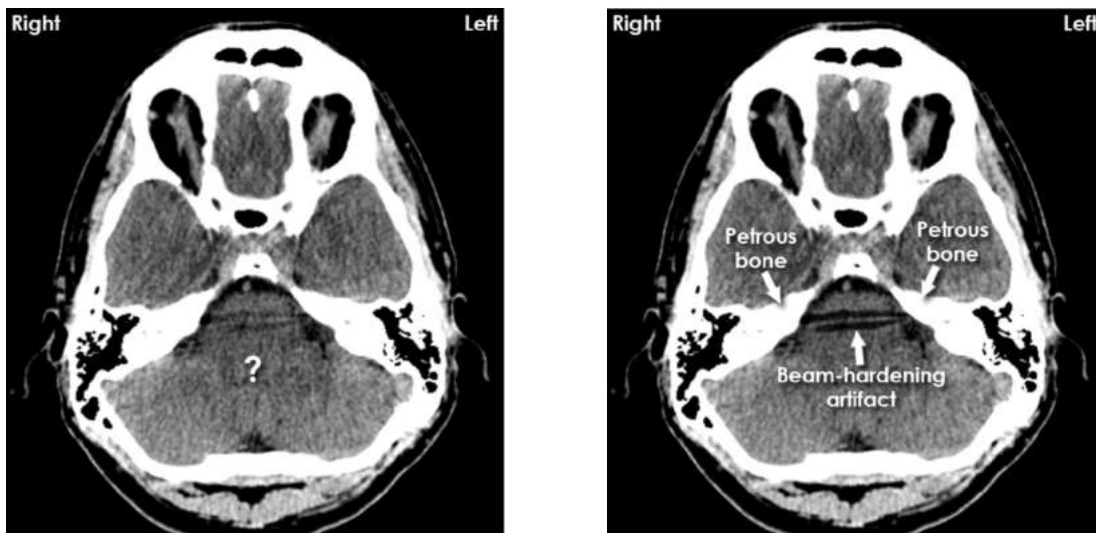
Hình ảnh CT của sọ thường cho thấy vết sọc sáng và tối. Chúng hầu như thường được thấy như là những đường chạy giữa hai phần dẹt của hộp sọ, như phần lồi lên của bản trong xương sọ hoặc giữa hai xương đá (petrous bones).
